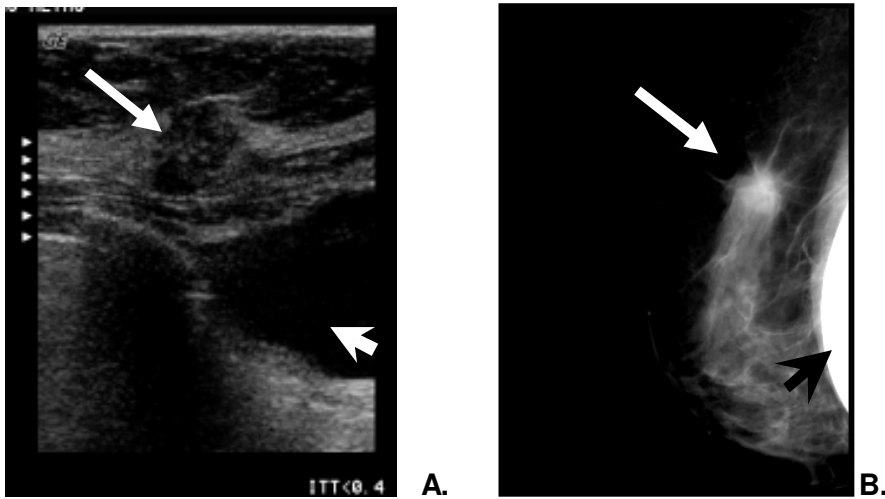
A. Imagen de ultrasonido, que demuestra en el tejido glandular una lesión focal, sólida, de bordes mal definidos, hipoecoica y heterogénea, con diámetro anteroposterior mayor que el transversal (flecha larga); el implante mamario se localiza por debajo del músculo pectoral (cabeza de flecha). B. Proyección mastográfica con técnica de Eklund, en la que se desplaza el implante mamario posteriormente (flecha negra). Se confirma en el tejido glandular la presencia en el cuadrante superior y externo de la mama derecha un nódulo sólido, denso, de bordes espiculados, el cual correspondió con un carcinoma ductal infiltrante (flecha).
